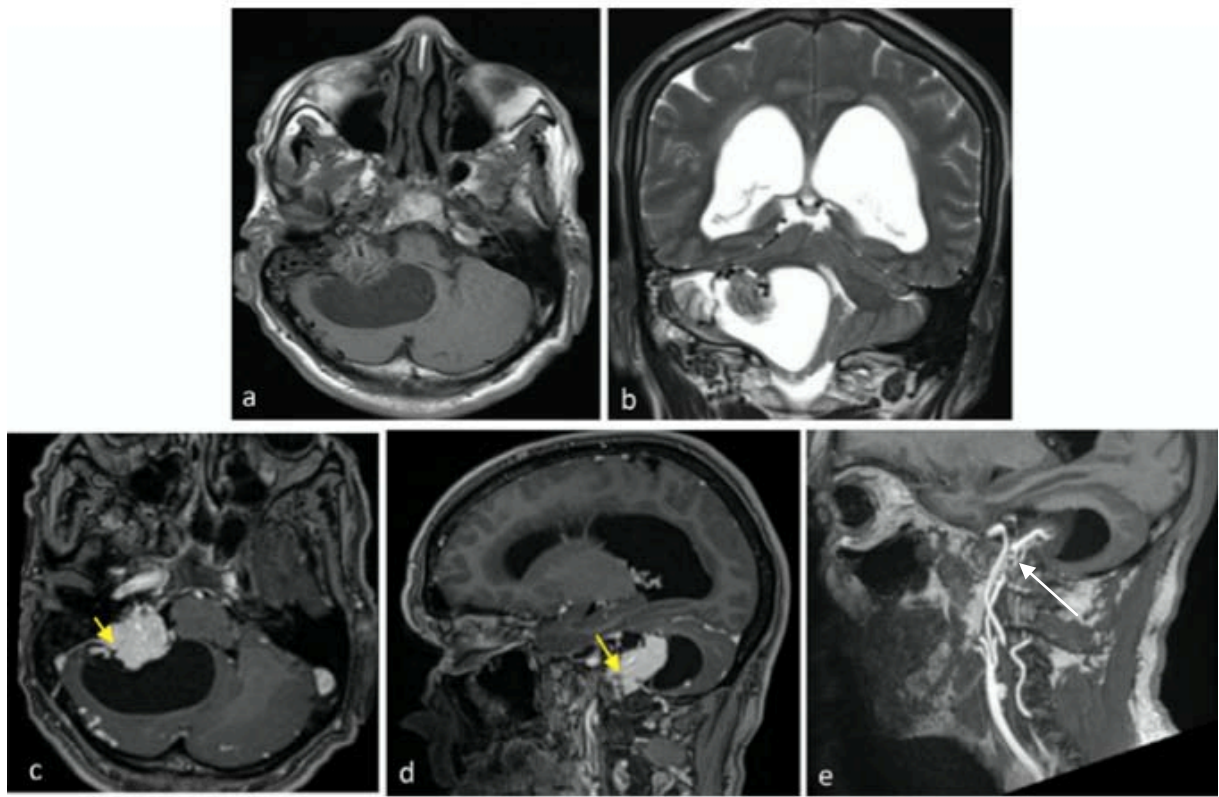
IRM cérébrale : (a, b) Tumeur solido-kystique de l'angle ponto-cérébelleux droit. La composante kystique apparaît hypo intense sur les images pondérées en T1 et hyper intense sur les images pondérées en T2. La partie solide est iso intense sur les séquences pondérées en T1 et T2. (c, d) Séquences T1 axiale et sagittale après administration de gadolinium montrant le rehaussement intense et homogène de la composante solide de la lésion (flèches jaunes). (e) Séquence T1 sagittale avec reconstruction en projection d'intensité maximale (MIP) montrant la vascularisation de la lésion. (Artère pharyngienne ascendante droite : flèche blanche).
